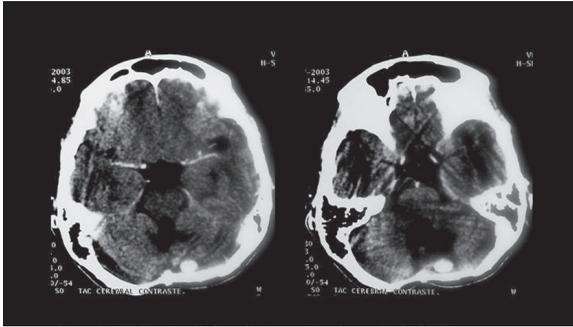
TAC contrastado; estudio practicado en el 2003 en el que se aprecian cambios posquirúrgicos sin realce anormal ni efecto de masa que indiquen recaída [calcificación cicatricial marginal].
